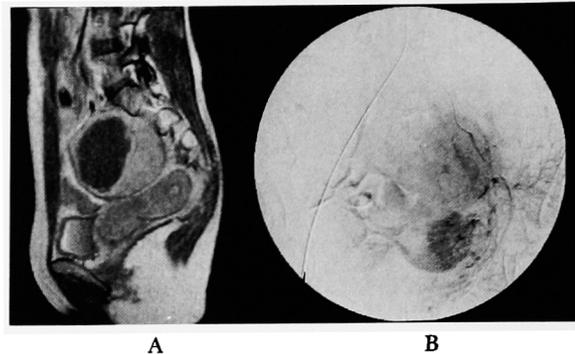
Case 2. MRI shows a giant mass anterior to the sacrum (A). Angiography shows hypervascular tumor (B).
